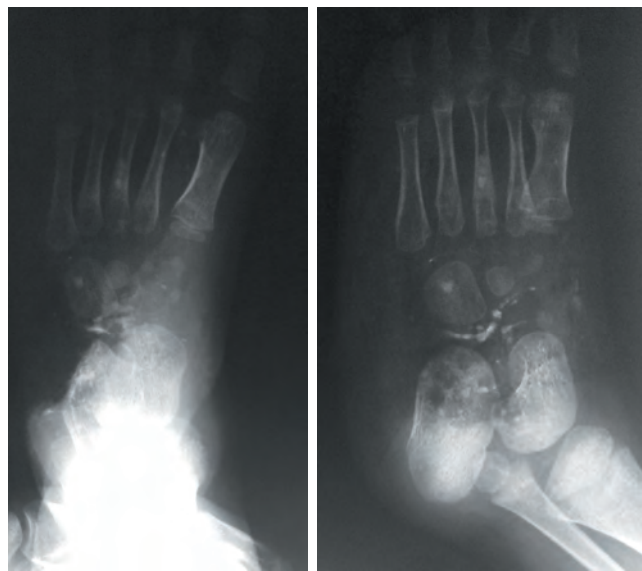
Рентгенограммы левой стопы при поступлении
